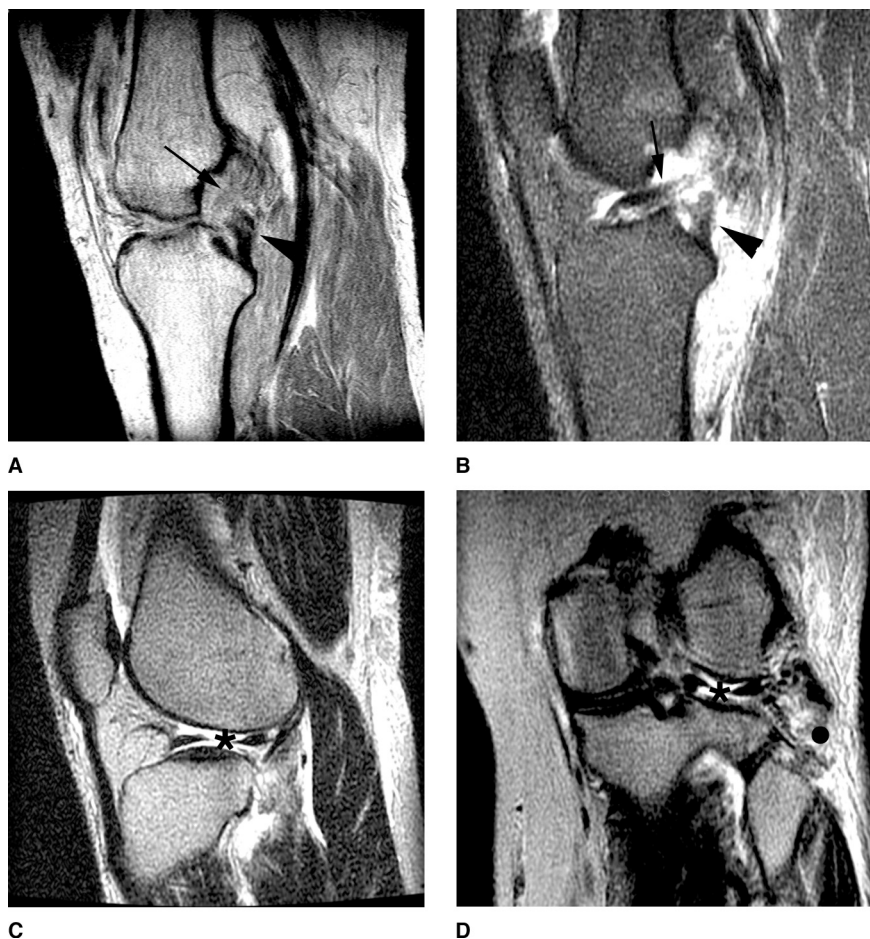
Imágenes sagitales de RMN potenciadas en T1 (A) y en T2 (B) de una rodilla izquierda de un paciente que se torció dicha articulación al meter el pie en un agujero durante un partido de *softball*. Las imágenes muestran una rotura del LCA (flecha) y del LCP (punta de flecha). C, Imagen sagital potenciada en T1 que evidencia una lesión del menisco externo (asterisco), que parece estar elevado con respecto al platillo tibial externo. D, Imagen coronal potenciada en T2 que muestra lesiones del menisco externo (asterisco) y del ángulo posteroexterno (punto negro). La cabeza del peroné parece estar conminuta y no se identifica ni el LLE, ni el tendón del bíceps femoral ni el tendón del poplíteo.
